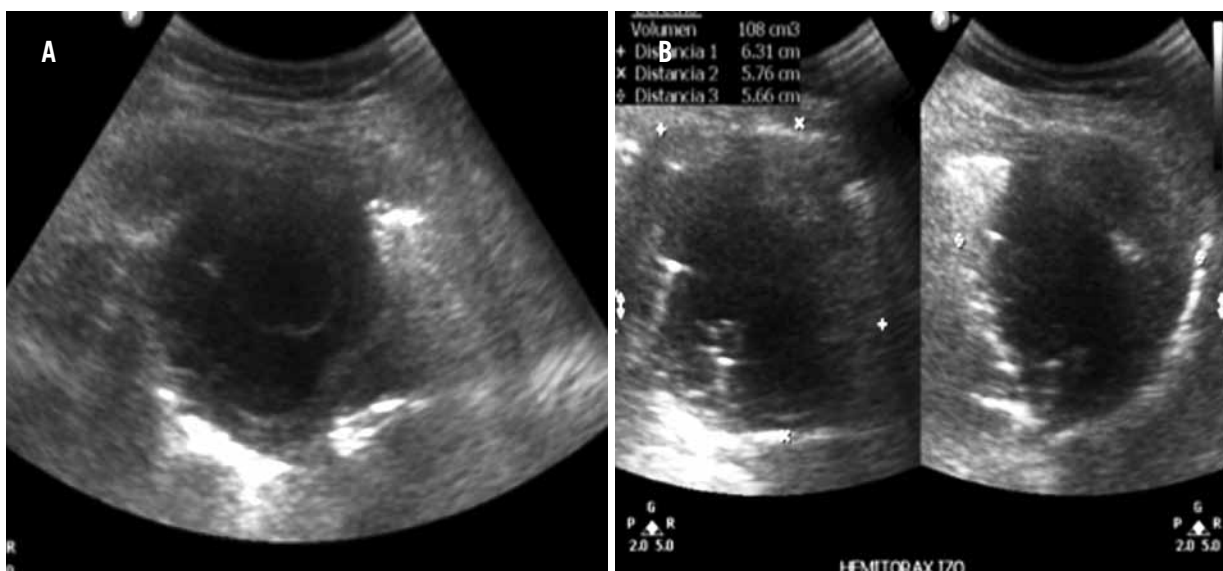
Ecografía del tórax: formación quística de 3.5 x 3 cm anecoica con contornos bien delimitados, con 2 mm de grosor de pared sobre el diafragma anterior izquierdo que hace contacto con la pared del corazón.
